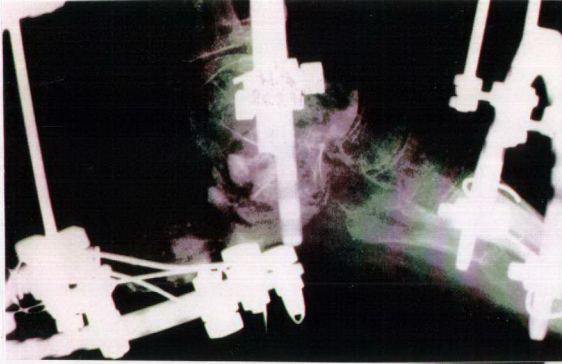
47, Osteotomi hattının kontrol grafisi
